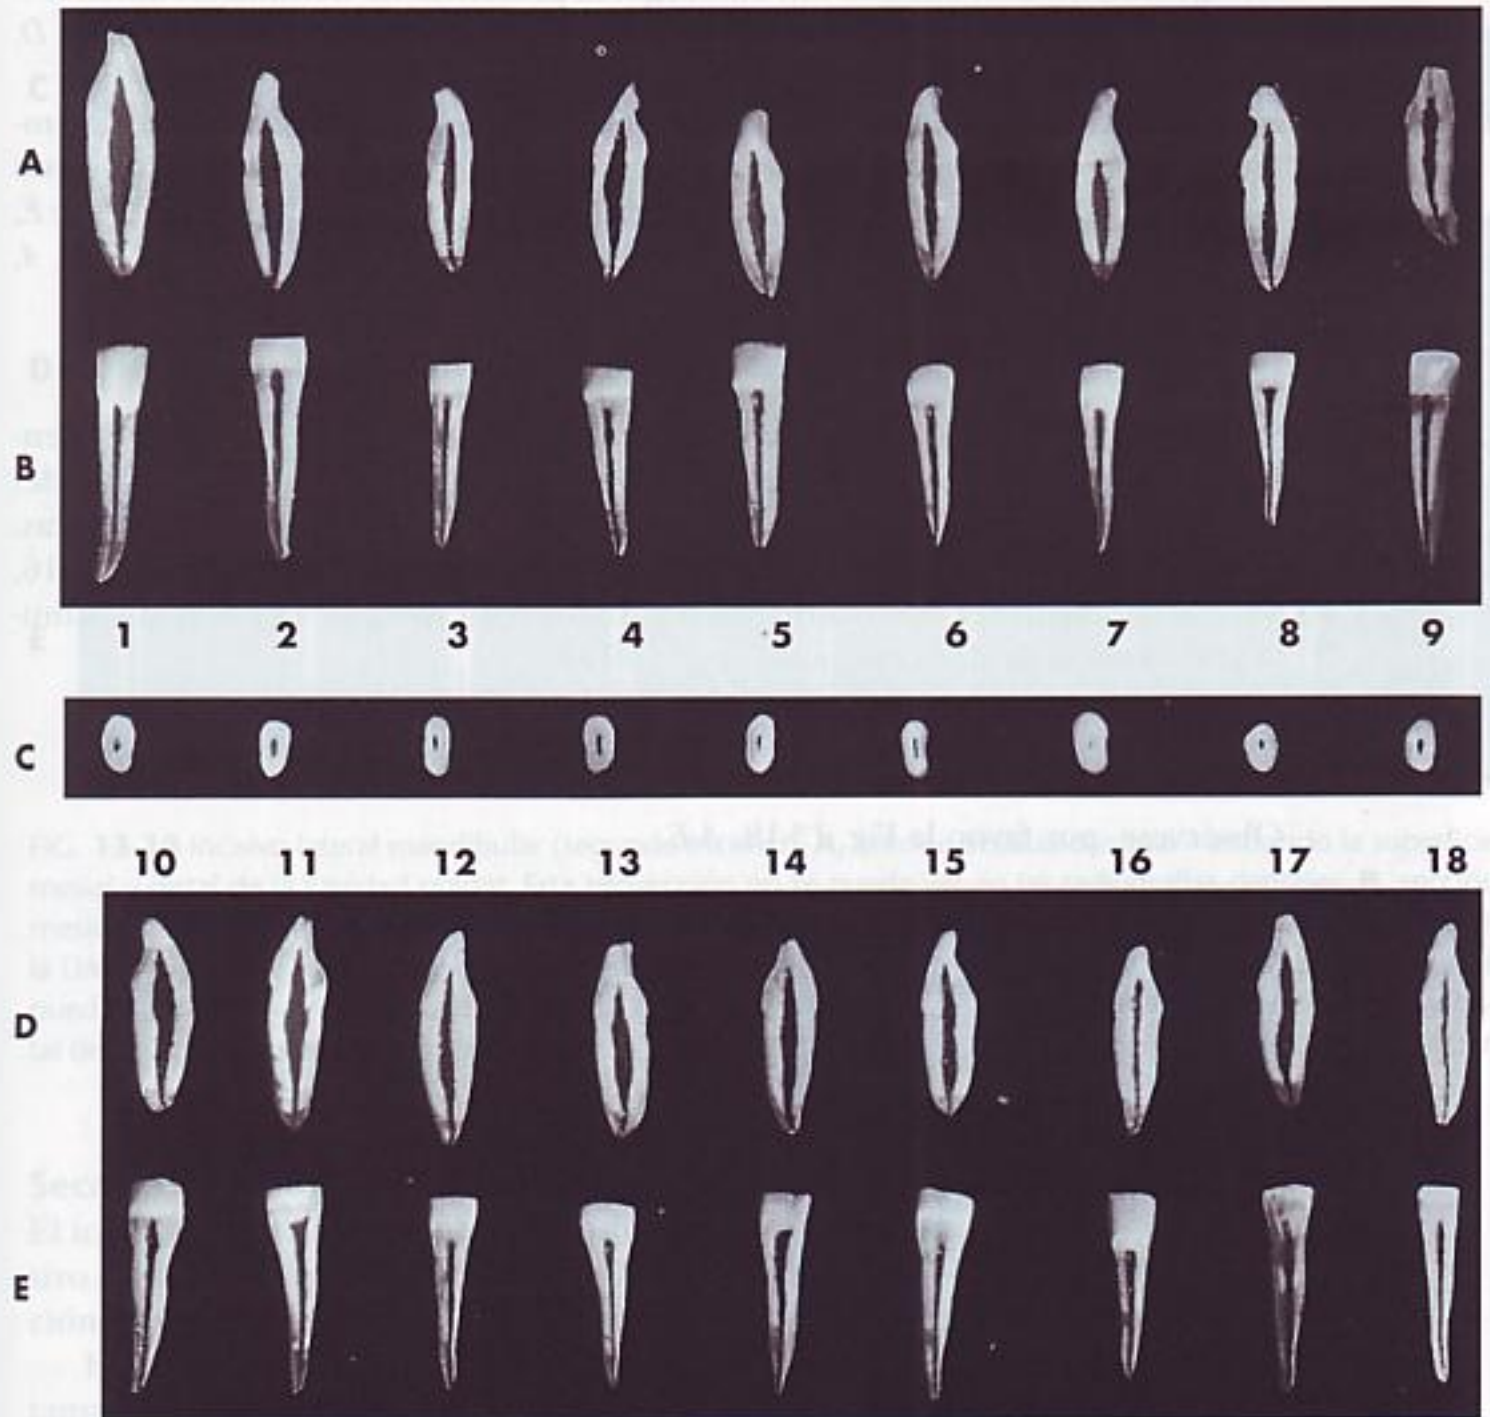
Incisivo central mandibular (primer incisivo). A, sección vestibulolingual mostrando la superficie mesial y distal de la cavidad pulpar. Esta proyección no se puede ver en las radiografías dentales. B, sección mesiodistal mostrando la superficie vestibular y lingual de la cavidad pulpar. C, sección transversal cervical en la UAC mostrando la cámara pulpar. Corresponde a la entrada del conducto radicular que se puede ver en el suelo de la cámara pulpar. D, sección vestibulolingual mostrando la superficie mesial y distal de la cavidad pulpar. E, sección mesiodistal mostrando la superficie vestibular y lingual de la cavidad pulpar.
